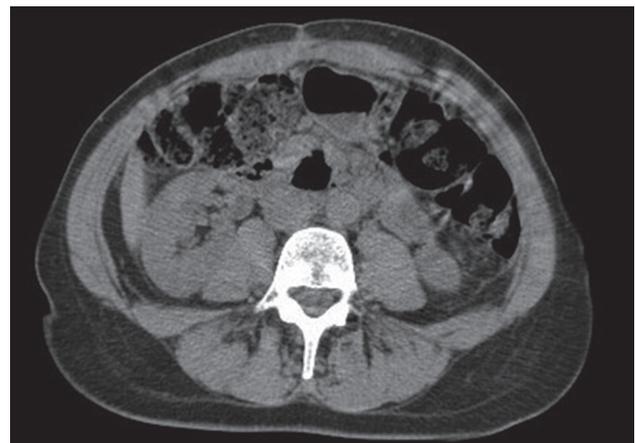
TC abdominal realizado tras la intervención quirúrgica que permitió tomar la muestra de la pared abdominal con la prótesis implantada (noviembre 2017) en el que no se identifican defectos de la pared abdominal ni evidencia de herniación de asas intestinales.
